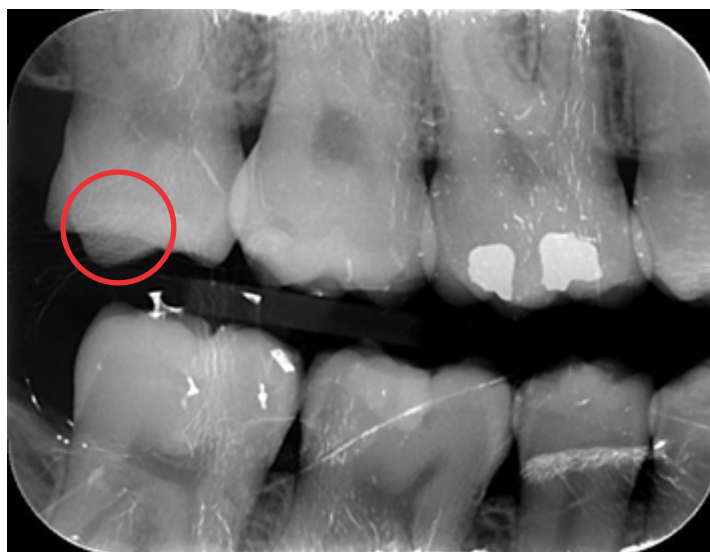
radiografia interproximal dos molares, onde observa-se uma lesão de cárie na oclusal do dente 17.
